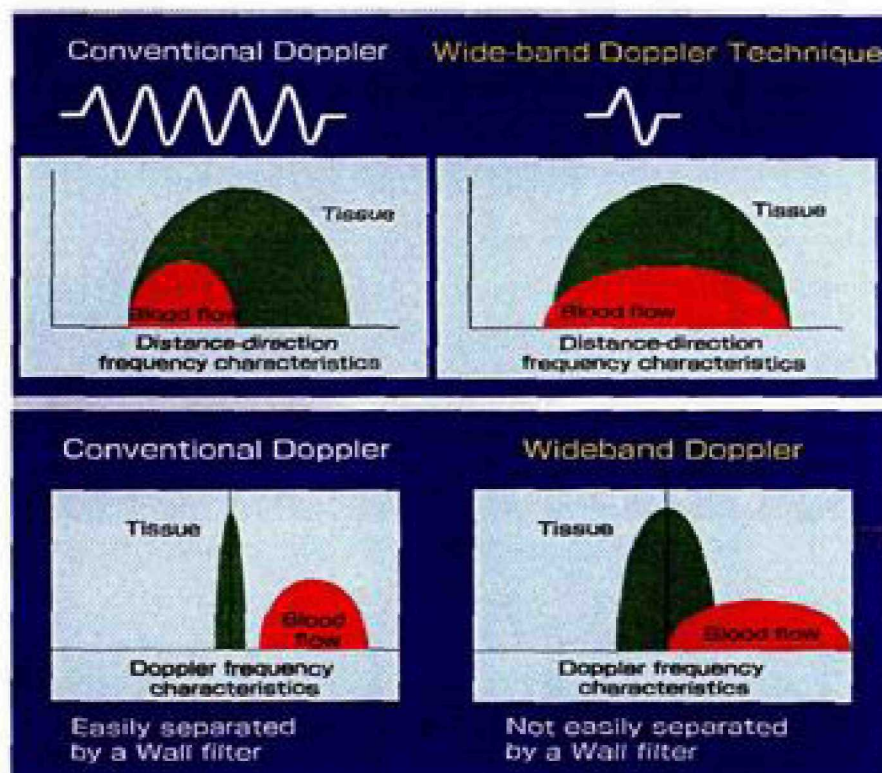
Técnica del doppler de banda ancha
